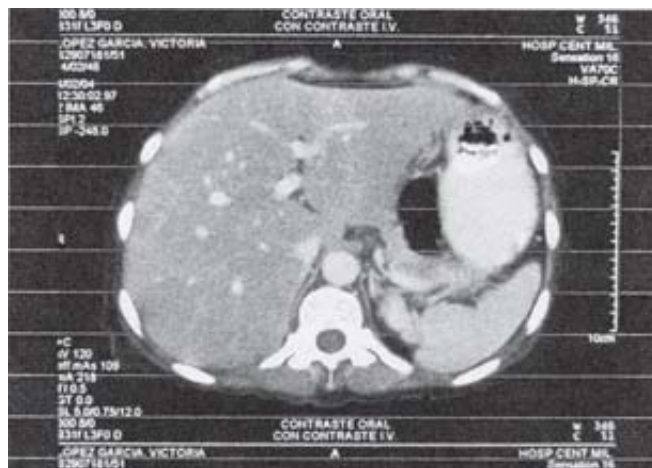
Tomografía computada abdominal donde se demuestra gran crecimiento hepático en forma difusa, esplenomegalia moderada.
